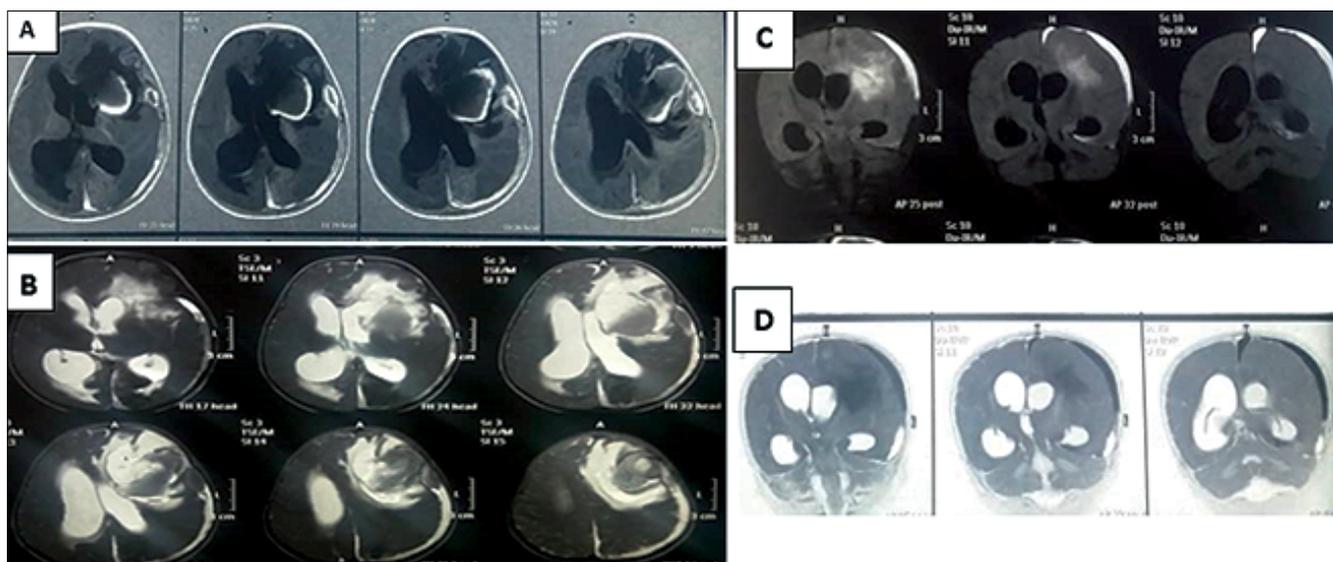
RM cerebral sin contraste preoperatoria. A. Ponderación T1, corte axial; B. Ponderación T2, corte axial; C. Ponderación T2 FLAIR corte coronal; D. Ponderación T2, corte coronal. Se observa hematoma intraparenquimatoso frontal izquierdo y hematoma subdural frontoparietotemporal izquierdo.
